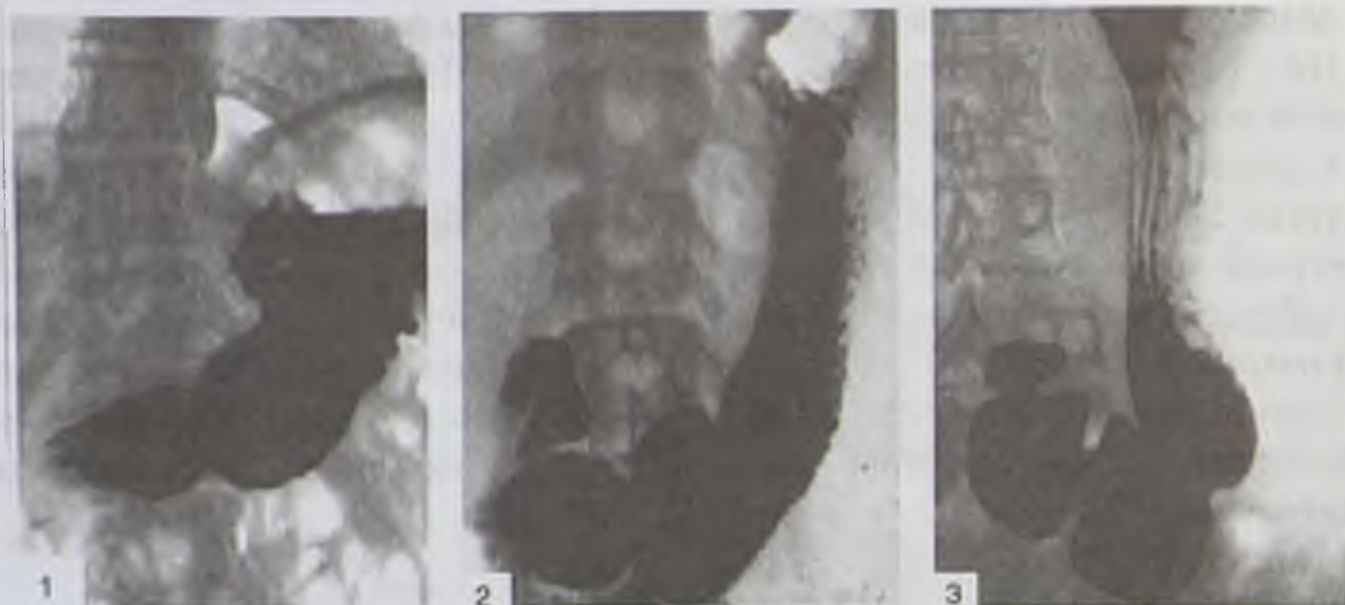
Рентгеноанатомические формы желудка (по Дьяченко В.А., 1954): 1 — желудок в виде рога; 2 — желудок в виде крючка; 3 — желудок в виде чулка
